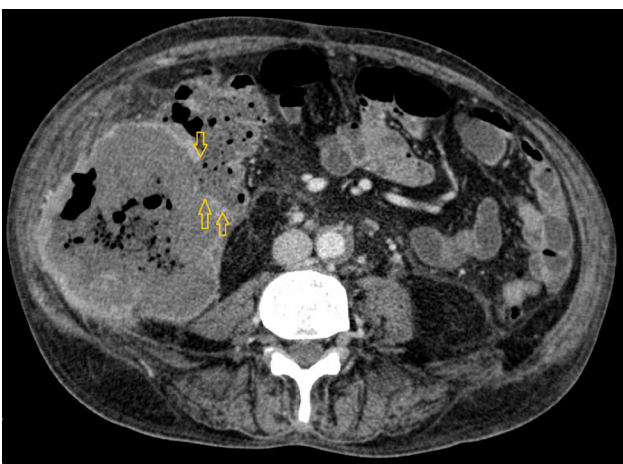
Contrast enhanced Computed Tomography axial image depicting the fistulous tract (arrows) between the colon wall and the collection.
